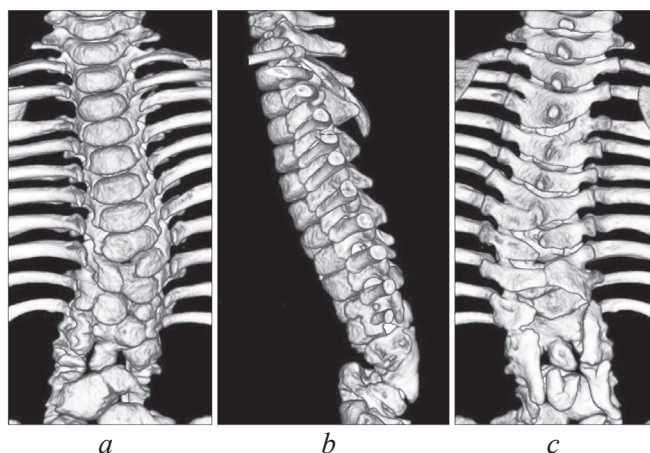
Предоперационная компьютерная томография: *a* — множественные дефекты формирования, слияния и сегментации тел позвонков (вид спереди); *b* — полный поперечный дефект передних структур на уровне условной середины поясничного отдела (вид слева); *c* — расщепление задних структур нижнегрудного и поясничного отделов (вид сзади)
